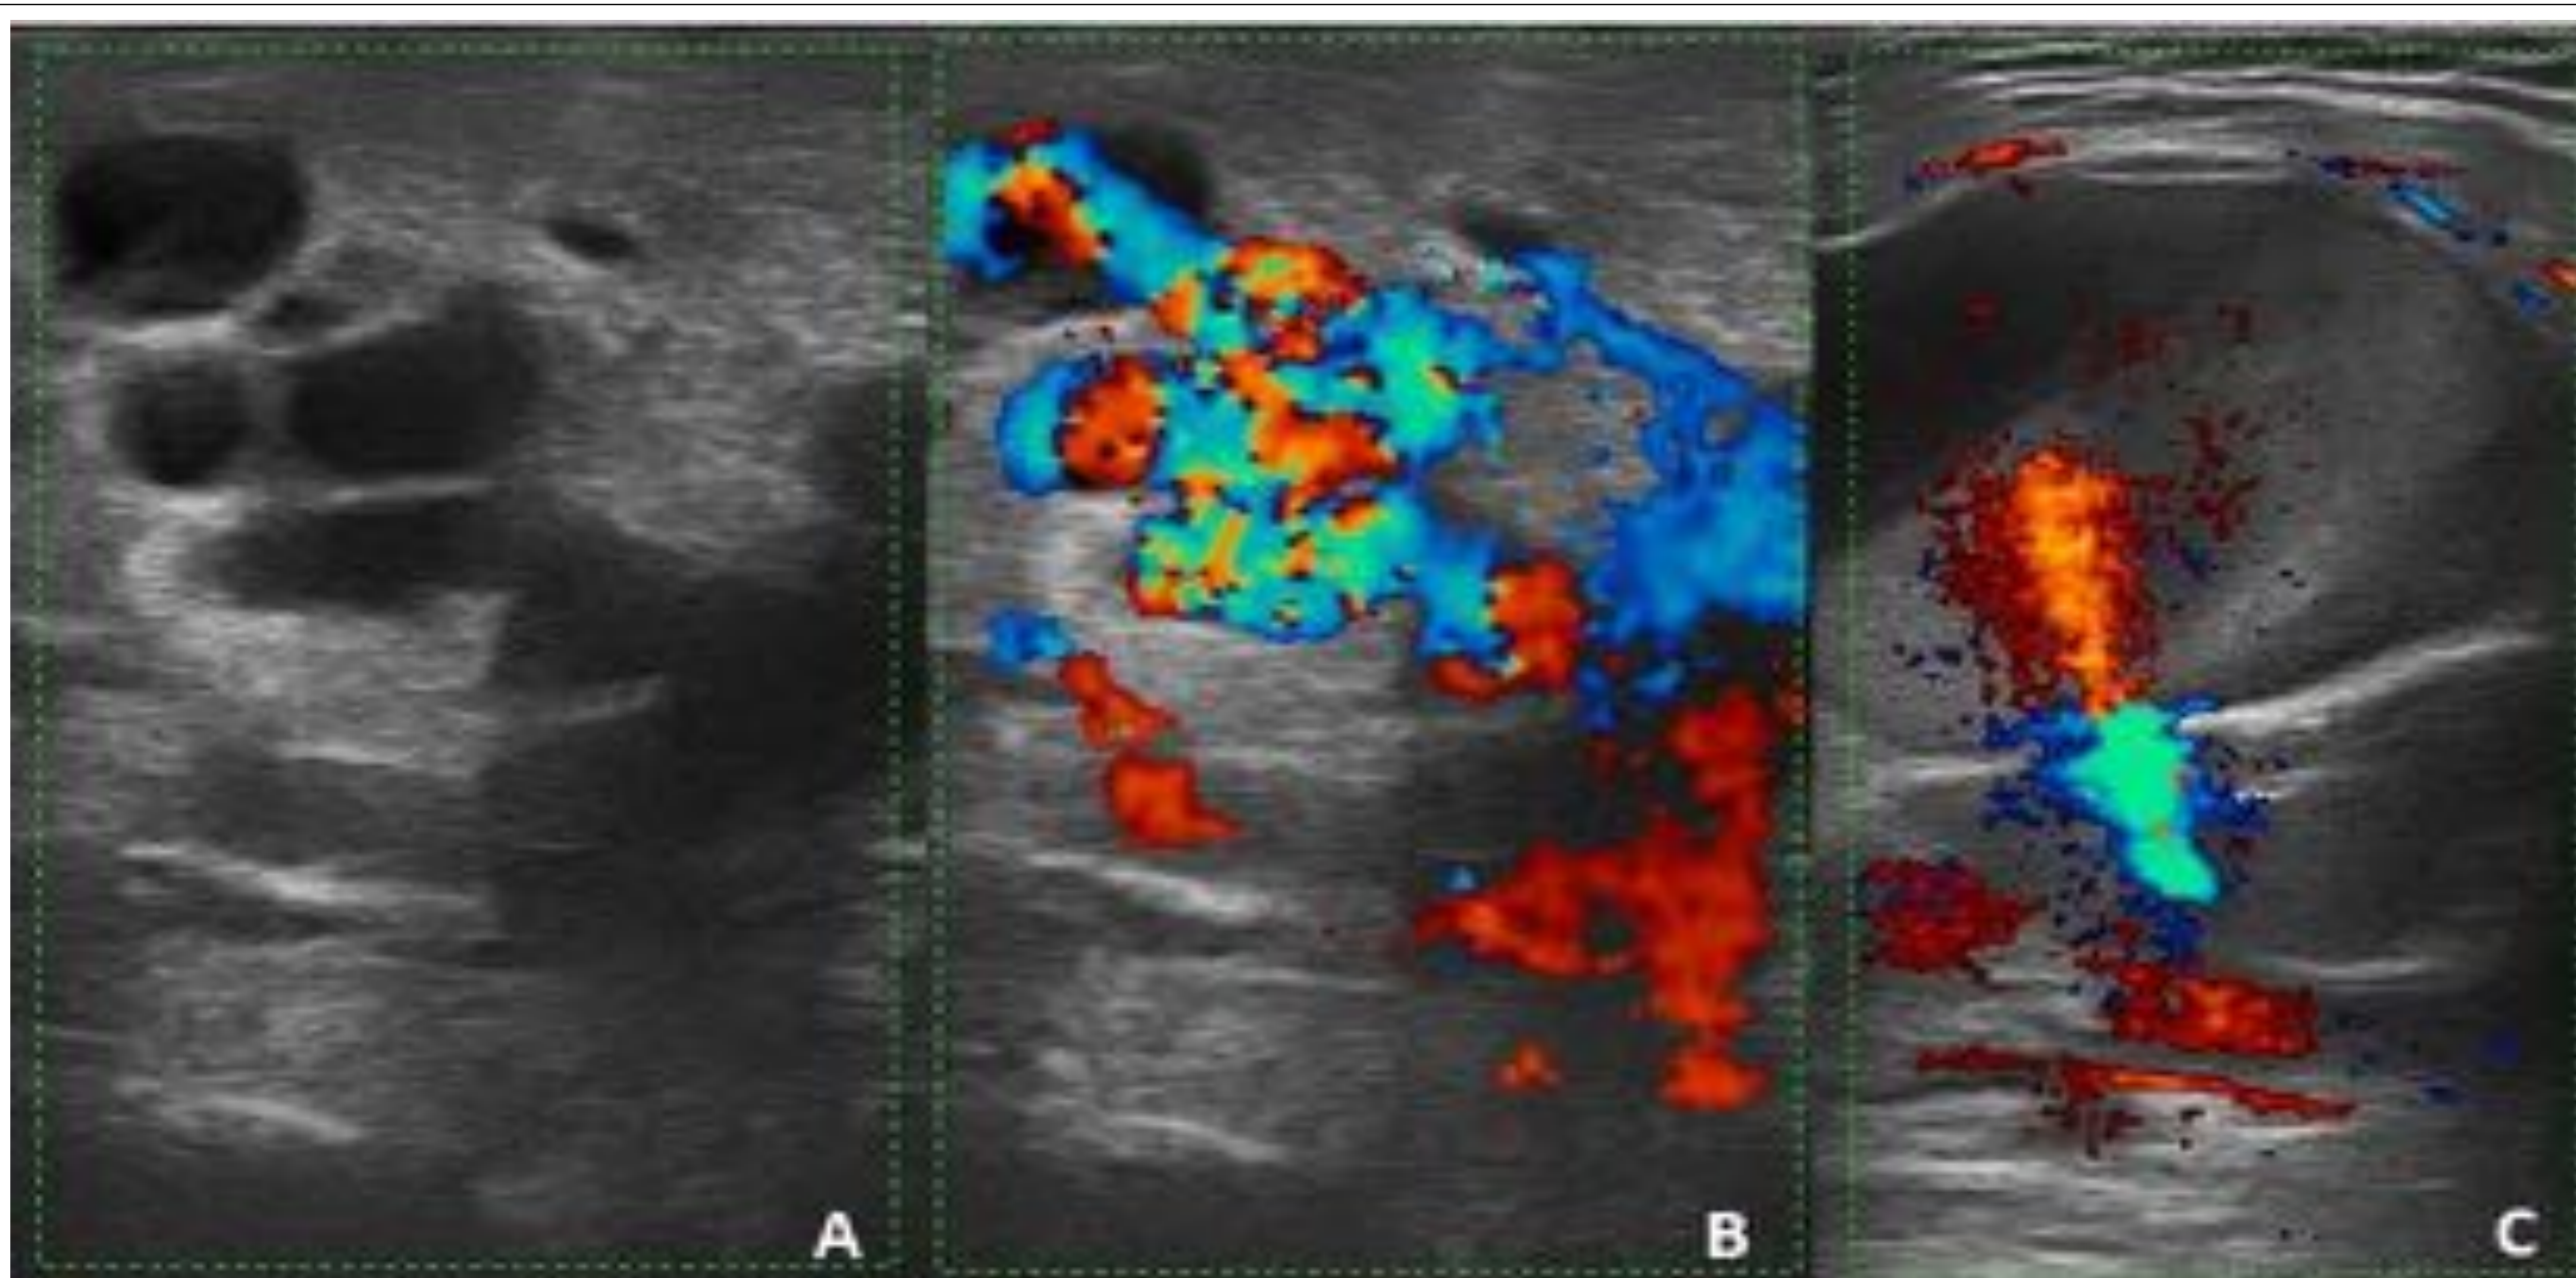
Morfología del PSA. Imágenes ecográficas en modo B (A) y Doppler (B) muestran un PSA de morfología polilobulada. En la imagen ecográfica Doppler (C), vemos un PSA en tándem, parcialmente trombosado (véase el contenido hiperecogénico en el interior del mismo, sin flujo arterial).
